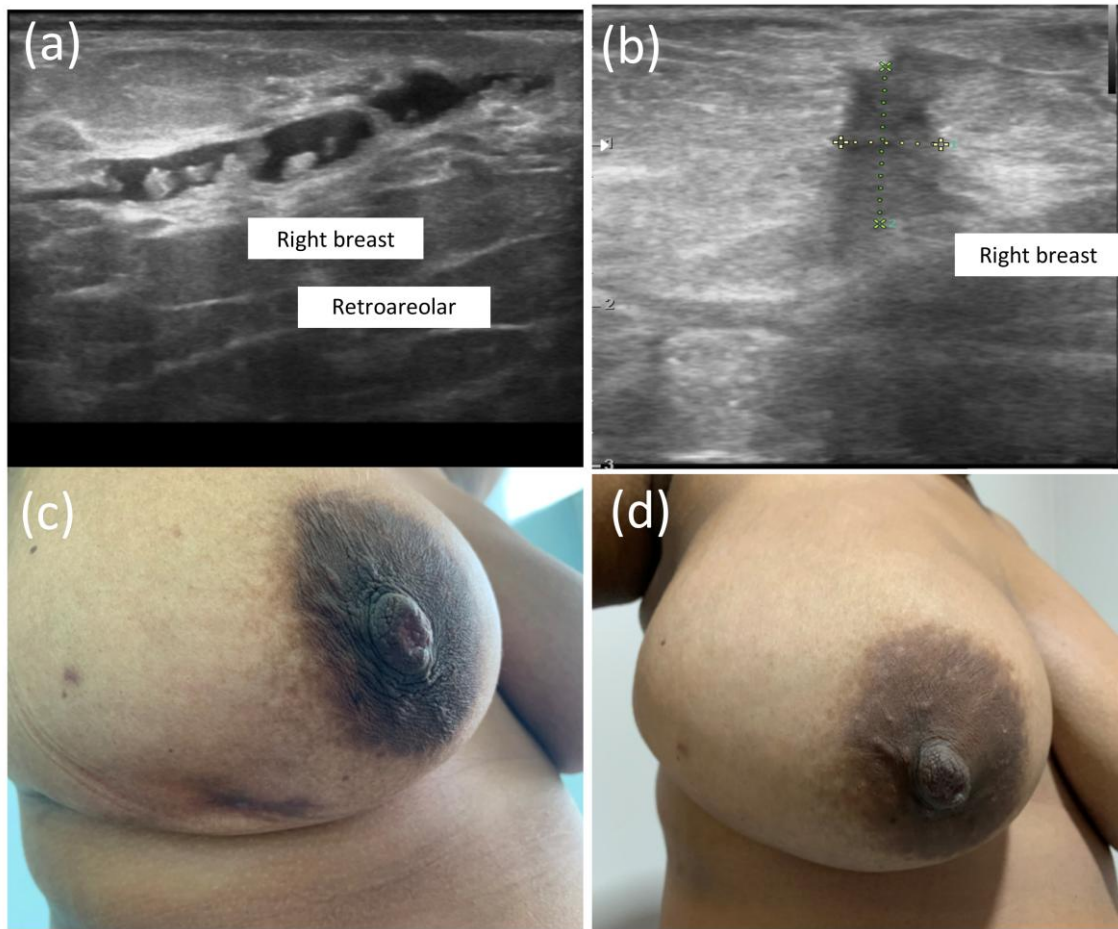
Patient diagnosed with breast tuberculosis. a) Ultrasound image demonstrating retroareolar duct dilatation with thick material inside the right breast; b) Ultrasound image demonstrating accumulation of thick fluid in the right breast; c) Image demonstrating the skin retraction in the patient's breast in the third month of tuberculosis treatment; d) Image demonstrating the skin retraction in the patient's breast on the fifth month of tuberculosis treatment.
